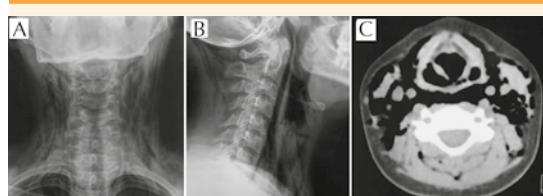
A) Radiografía postero-anterior de cuello que muestra extensa infiltración por opacidades, con densidad de gas en el tejido celular subcutáneo. B) Proyección lateral del cuello en la que se visualiza el gas extendido hasta el espacio retrofaríngeo. C) Tomografía de cuello que evidencia estrías de gas que disecan los espacios entre la vasculatura, los músculos del cuello y alrededor de la faringe.
